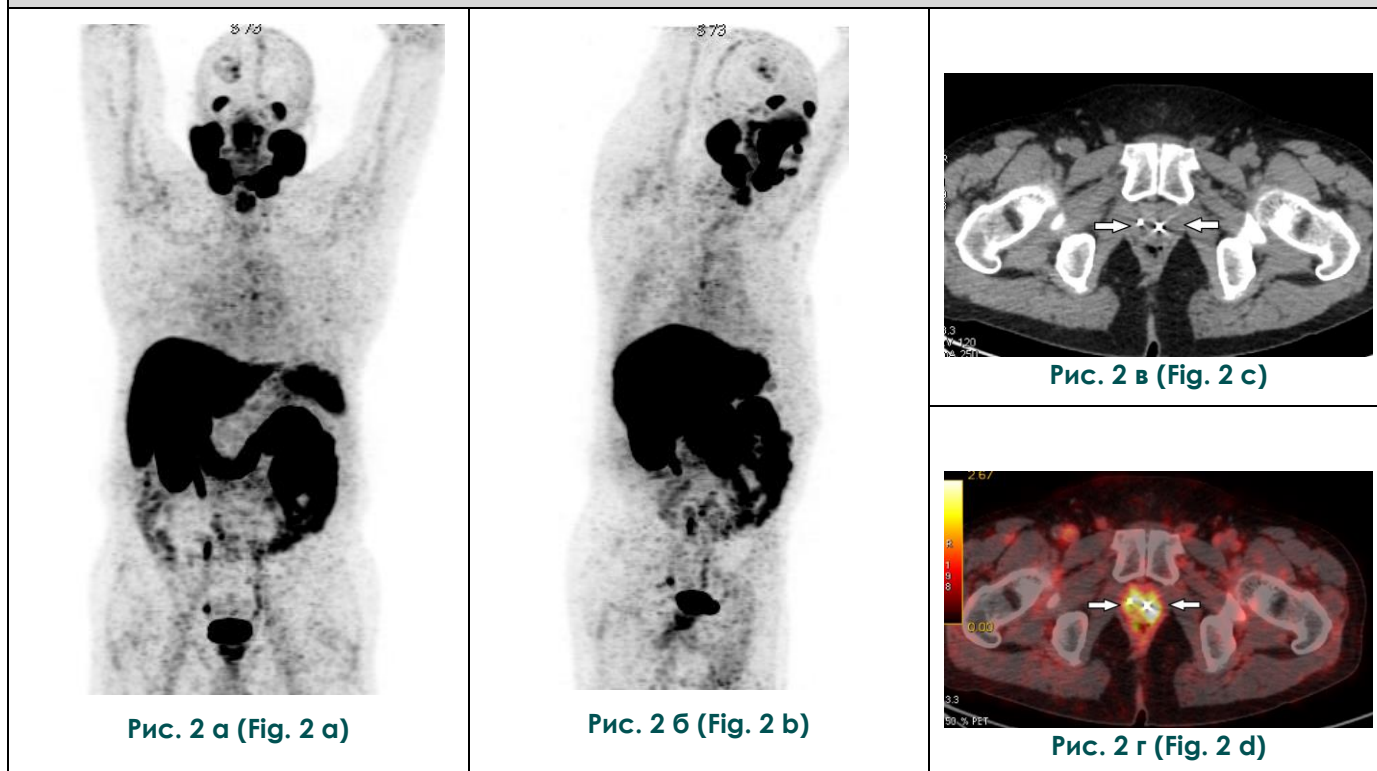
Результаты ПЭТ-КТ с ^{68}Ga -ПСМА.
